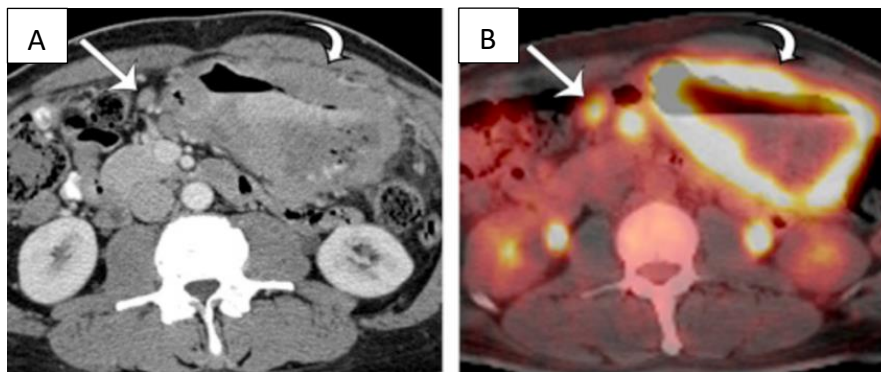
Linfoma difuso de grandes células B do estômago. Tomografia computadorizada com multidetectores axial (A) e imagens PET (B) mostram espessamento homogêneo da parede e ávida captação de flúor-18 fluorodesoxiglicose (FDG) no antro gástrico (*seta curva*). Os linfonodos perigástricos ávidos por FDG (*setas retas*) são facilmente identificados no PET scan.
